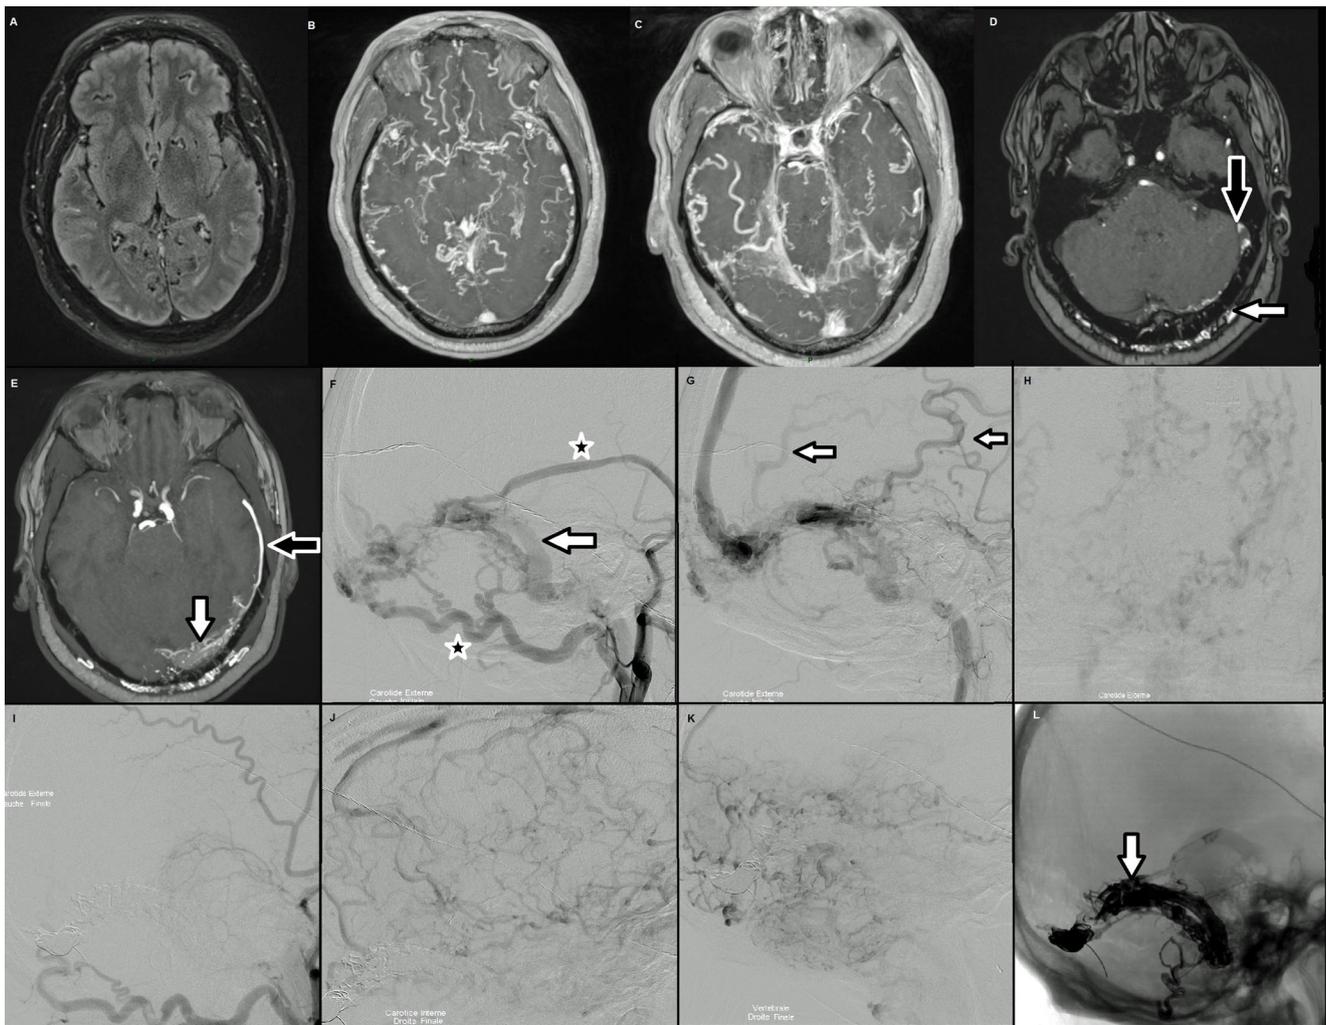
Fistule durale de type VI avec coma Glasgow 6. A à E : IRM cérébrale montrant l'absence de franche anomalie du parenchyme cérébral (A), la dilatation majeure des veines cérébrales (B, C), la dilatation des artères méningées (D, flèche blanche) et l'artérialisation du sinus latéral gauche et de la veine sylvienne superficielle (E, flèche noire). F à K : artériographie préembolisation montrant une fistule durale de type IIb alimentée par l'artère occipitale et l'artère méningée moyenne gauches (étoiles). Le drainage se fait dans le sinus latéral gauche (F, flèche), avec un reflux dans les veines leptoméningées (G, H, flèches). I à L : contrôle postembolisation montrant l'exclusion de la fistule (I) et la stagnation des veines de drainage encéphaliques (J et K). Le sinus latéral est occlus par de l'Onyx® et des coils (L, flèche)
